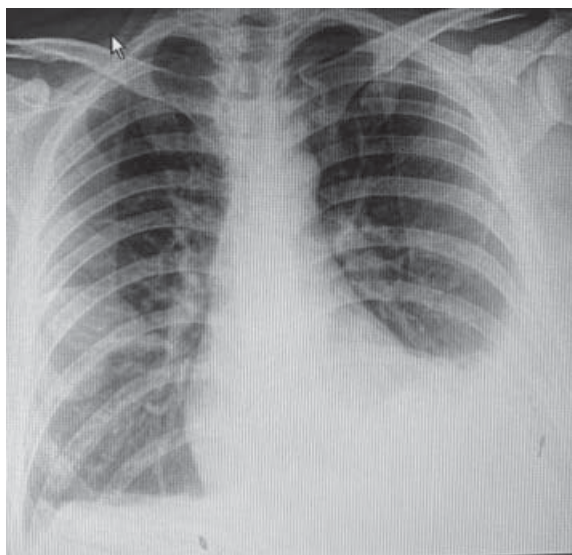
Рентгенографія ОГП від 25.08.21
